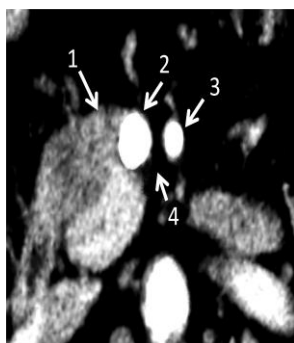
Tomografía Axial Computada que muestra tumor de páncreas (1) con invasión a la cara lateral derecha de la vena mesentérica superior (2); la arteria mesentérica (3) y el surco vascular (4) no están comprometidos por tumor
